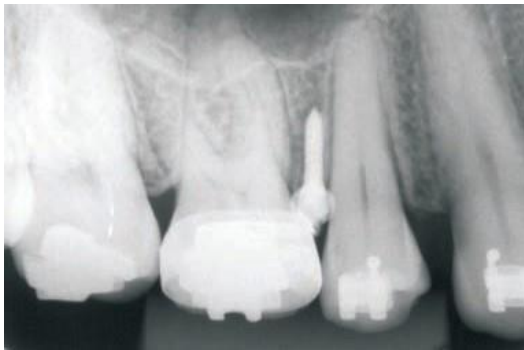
Radiografía periapical para verificación de posición de Microtornillo.
